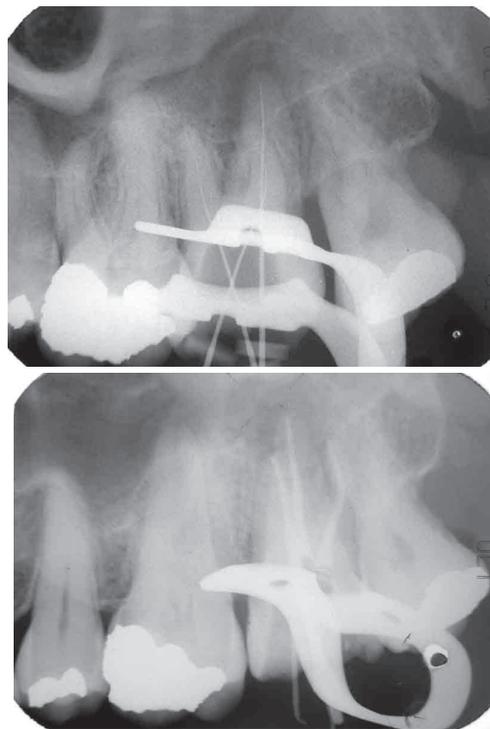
Caso 4 Odontometria e radiografia final.
